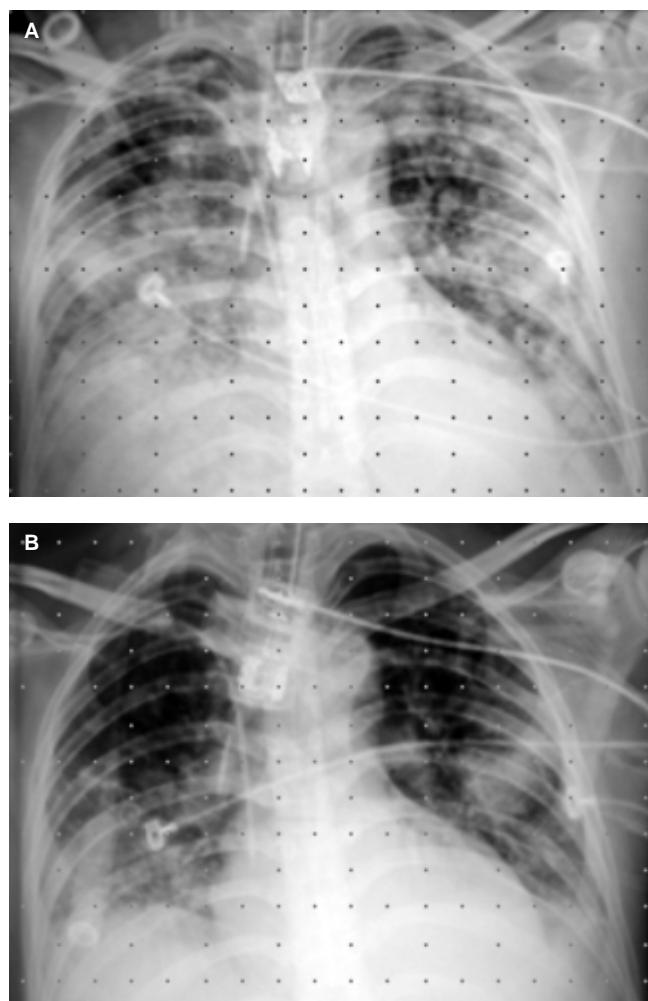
A. Radiografía de tórax antes de la administración de rFVIIa. Se observan infiltrados alveolares difusos y heterogéneos en parches característicos de la HAD. B. Radiografía de tórax después de la administración de rFVIIa. Se observa menor cantidad de infiltrados y zonas en parches.
